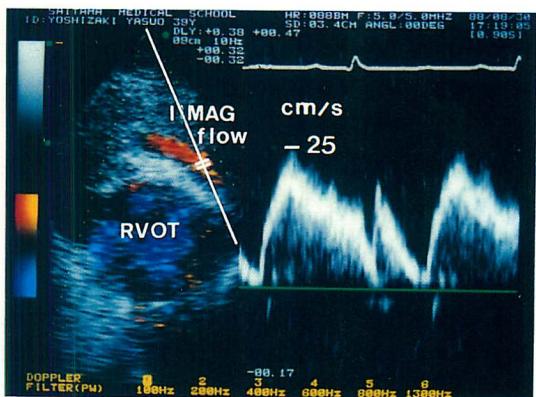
Color Doppler echocardiogram demonstrating coronary artery bypass graft flow.
